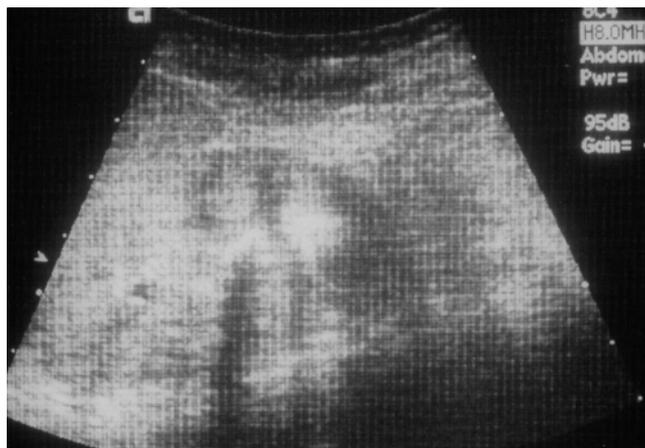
Renal ultrasonography shows two echogenic spots in the left kidney of the case 1.
